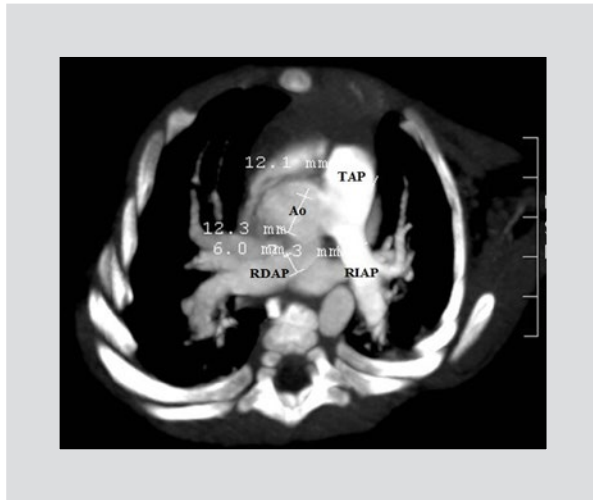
Angiotomografía axial del corazón y las grandes arterias que muestra la ventana aortopulmonar, la rama derecha de la arteria pulmonar que surge desde la aorta ascendente y la arteria pulmonar izquierda que surge desde la arteria pulmonar principal. Ao: aorta ascendente; TAP: tronco de la arteria pulmonar; RDAP: rama derecha de la arteria pulmonar; RIAP: rama izquierda de la arteria pulmonar.
